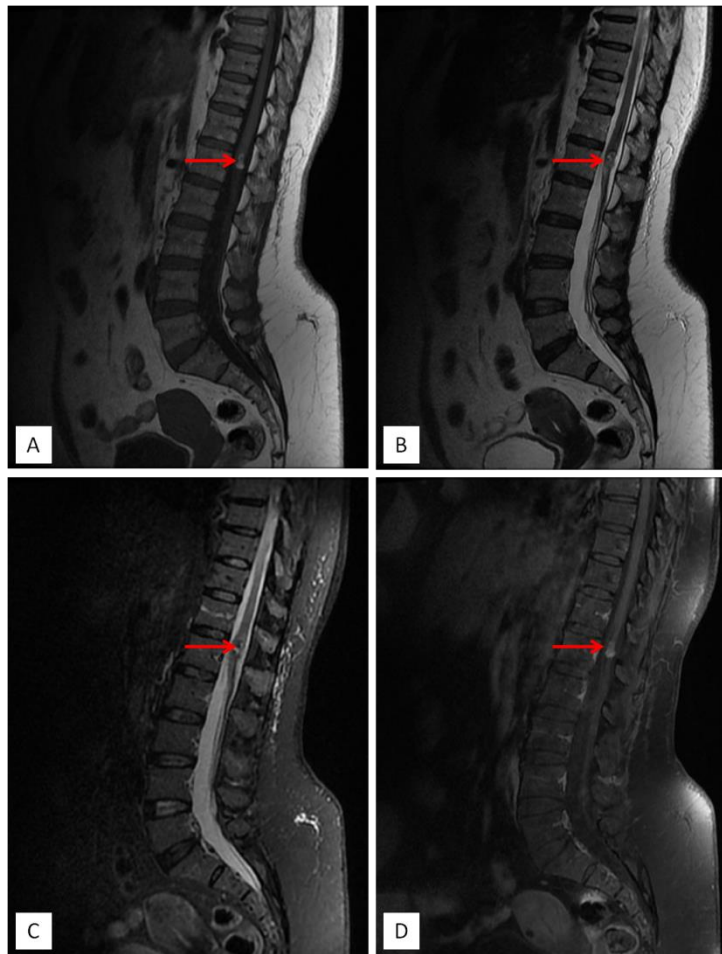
L'IRM en coupe sagittale T1 (A), T2 (B), STIR (C) et T1 Gado après effacement de la graisse (D) objective la présence d'une lésion intra-médullaire dans le cône (flèches rouges), de forme ovale, multiloculaire et polylobée, de signal hémorragique, hyperintense en T1, comportant des îlots hypointenses en T2, non modifiée après contraste.
